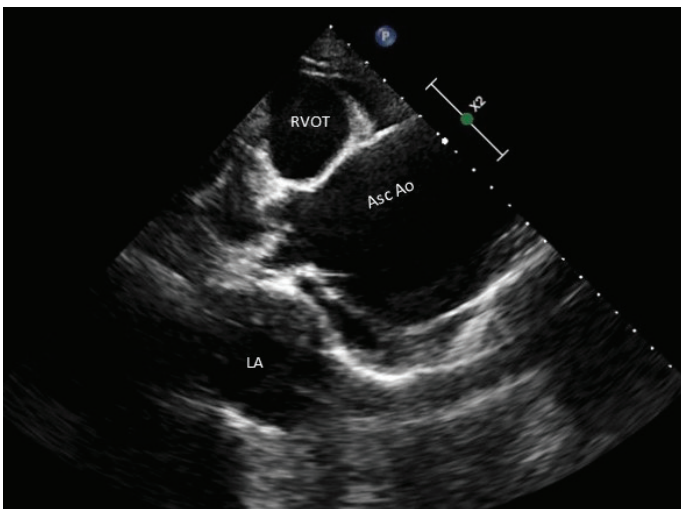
Transthoracic echocardiogram (TTE), parasternal long-axis view, showing the aneurysm beginning just after the sinotubular junction. Asc Ao= ascending aorta, LA= left atrium, RVOT= right ventricle outflow tract
